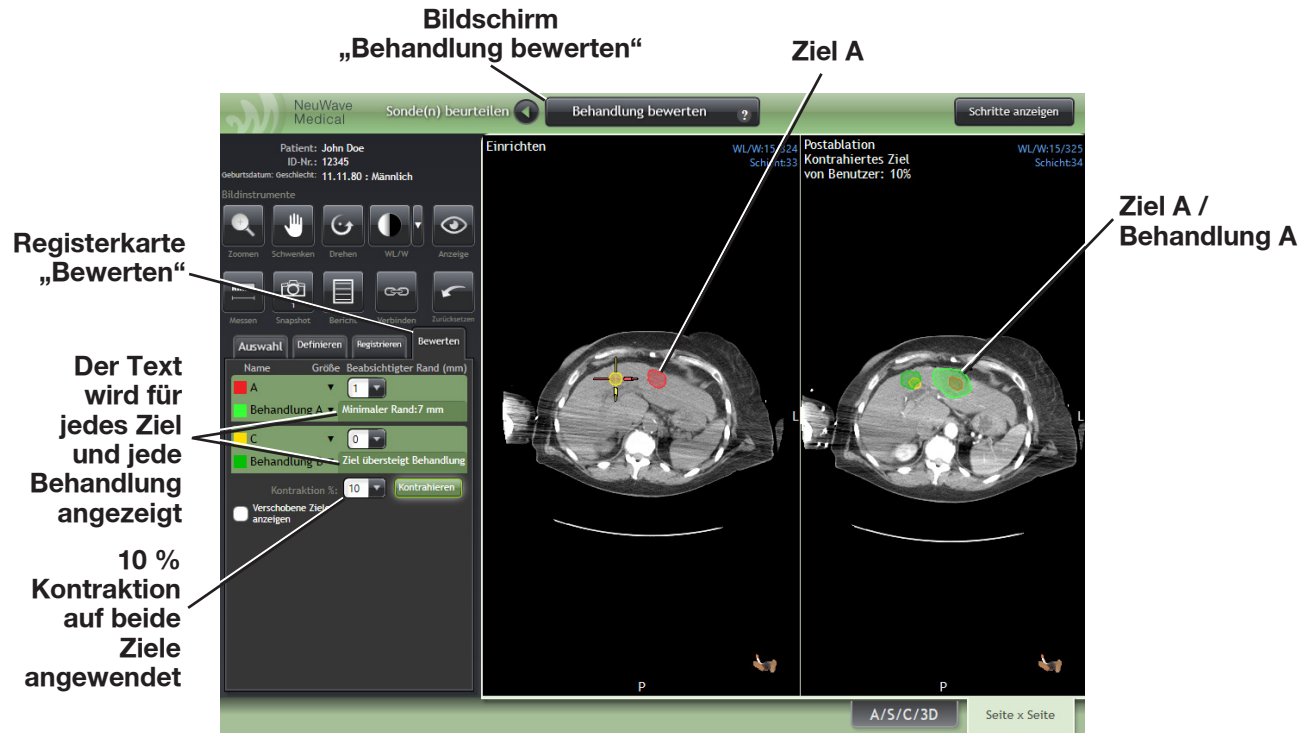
Seite x Seite-Vergleich der axialen Ansicht der Setup-CT-Serie (ohne 10%ige Kontraktion) und der Postablations-CT-Serie (mit 10%iger Kontraktion)
